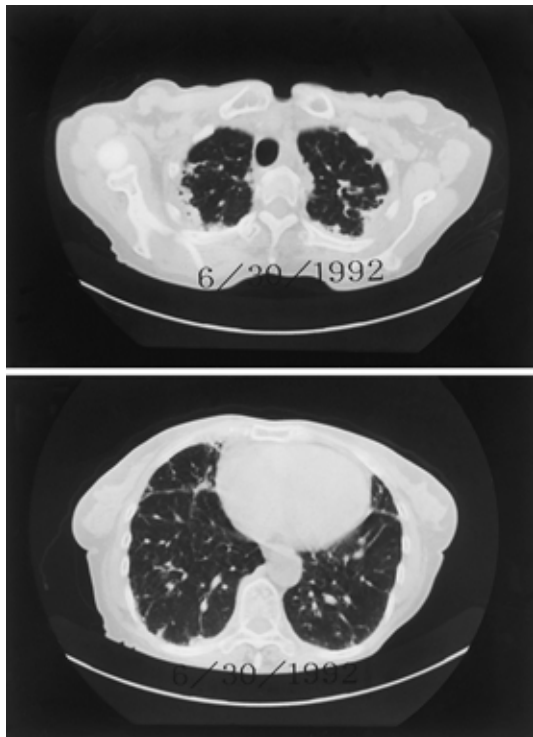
Chest computed tomographic scan obtained at presentation, showing subpleural pulmonary opacities with small cystic lesions mainly in the upper lobes.
